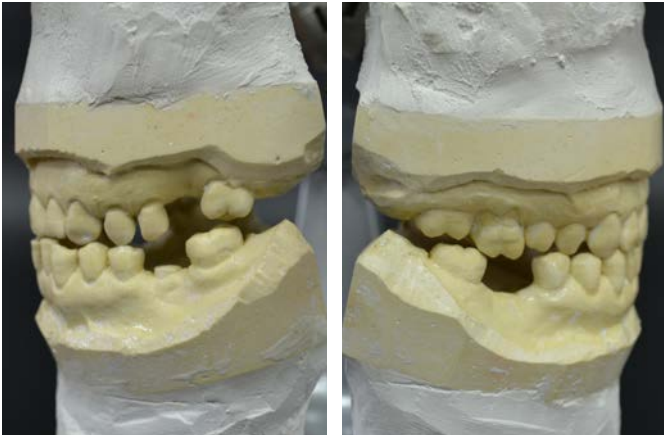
Окклюзионные интерференции на зубах 1.4, 1.6 и 2.4 при протрузии
